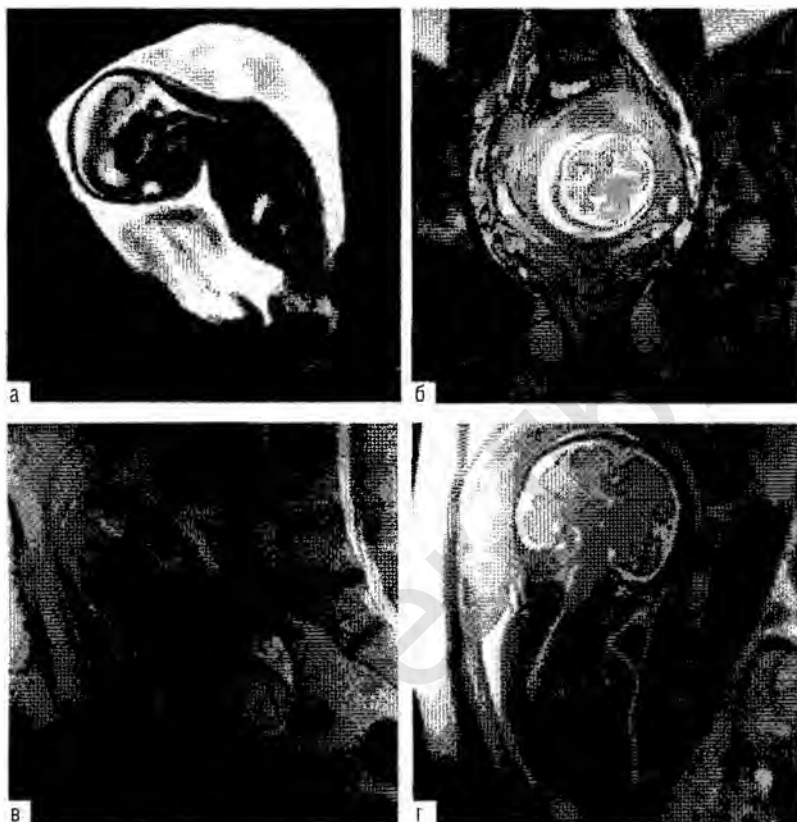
МРТ-изображения внутриутробных плодов в разные сроки беременности: а — миело/гидрографическое (сильно T2-взвешенное) изображение в сагиттальной проекции головы внутриутробного плода на 17–18-й неделе беременности; б — T2-взвешенное трансверсальное изображение головы внутриутробного плода к 20–21-й неделе беременности, полученное с помощью импульсной последовательности true FISP, на уровне боковых желудочков; в — T2-взвешенное коронарное изображение головы внутриутробного плода на уровне мозжечка, полученное с помощью импульсной последовательности HASTE; 22–23-я неделя беременности; г — T2-взвешенное коронарное изображение головы внутриутробного плода на уровне прецентральной борозды, полученное с помощью импульсной последовательности HASTE, на 32–33-й неделе беременности.
